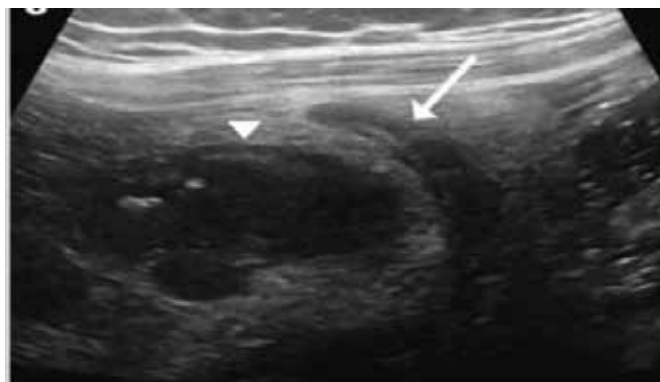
Ultrassonografia de pâncreas (setas pretas) revela aumento difuso do pâncreas e ecogenicidade pancreática heterogênea (seta branca).¹¹
